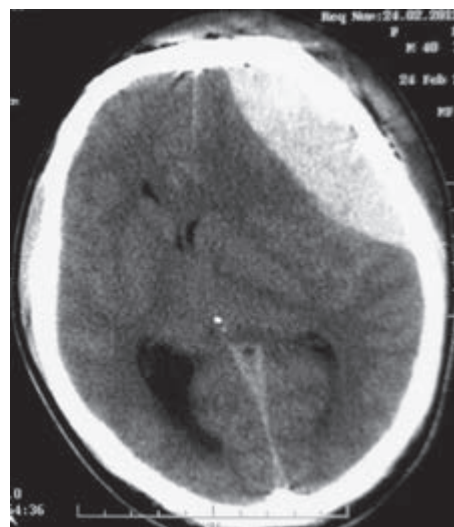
Компьютерная томография головного мозга, аксиальный срез. Острая эпидуральная гематома в левой лобно-височной области 90 см³ без сопутствующих очагов ушиба мозга
